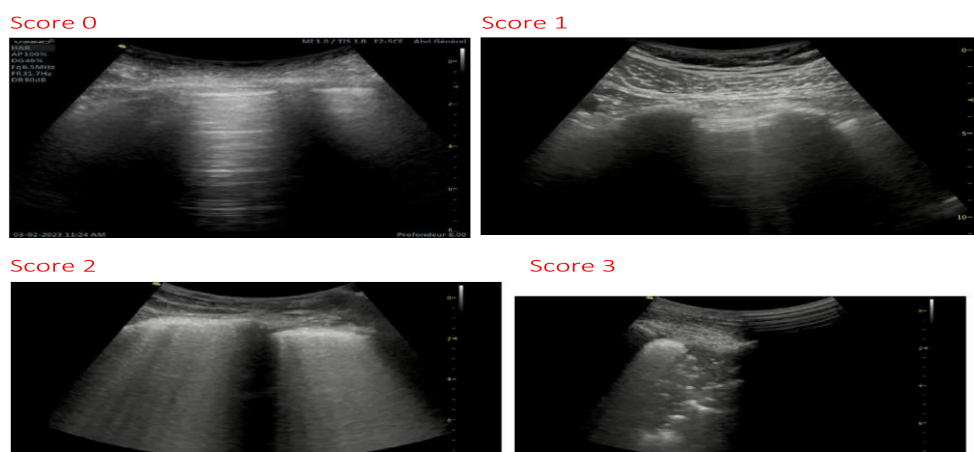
Exemple d'image échographique pleuropulmonaire selon le score de LUS[24]
